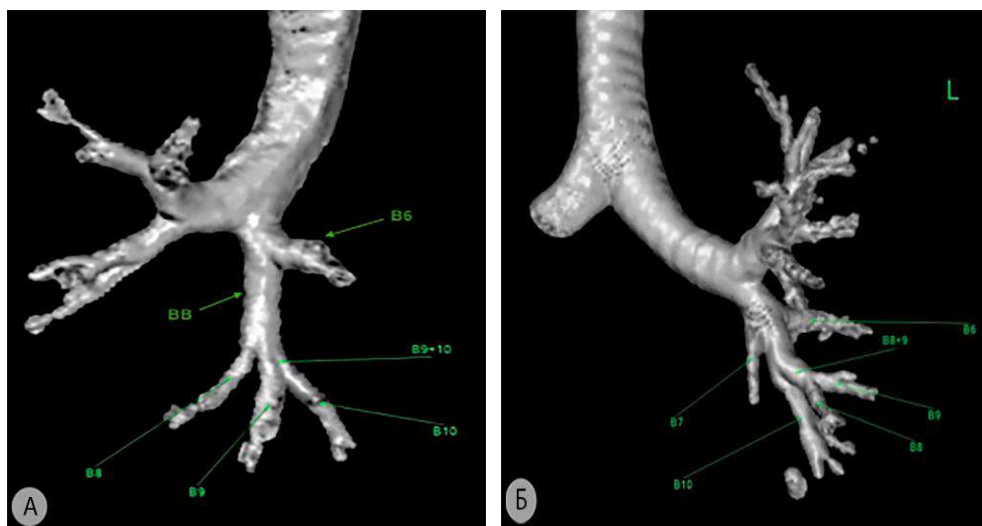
Варианты строения нижнезонального бронха (3D-реконструкция МСКТ-АГ) а – наиболее частый вариант; б – добавочный медиальный (B^7) базальный бронх. B^6 – заднезональный бронх; BB – общий базальный бронх; B^8 – передний базальный бронх; B^9 – латеральный базальный бронх; B^{10} – задний базальный бронх; B^{9+10} – заднелатеральный базальный бронх; B^{8+9} – переднелатеральный базальный бронх
